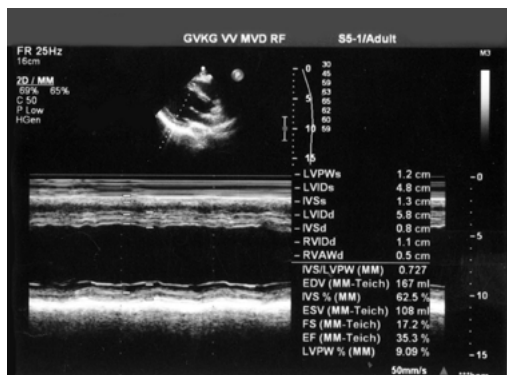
Данные эхокардиографии через 1 сут после операции
